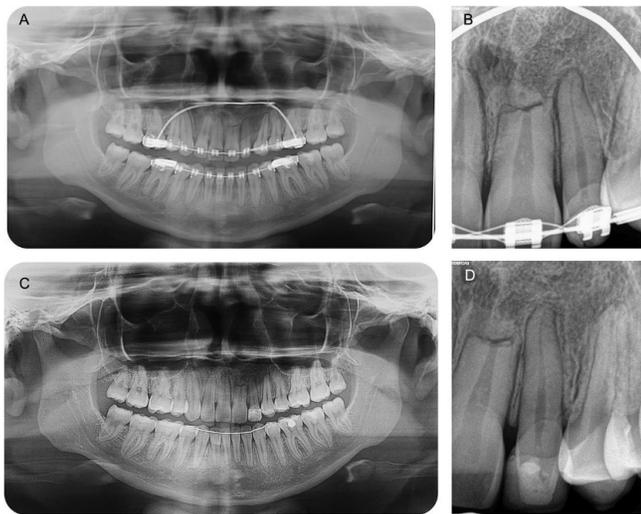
Imágenes radiológicas: A) Ortopantomografía de progreso. B) Radiografía periapical de progreso. C) Ortopantomografía final. D) Radiografía periapical final.
